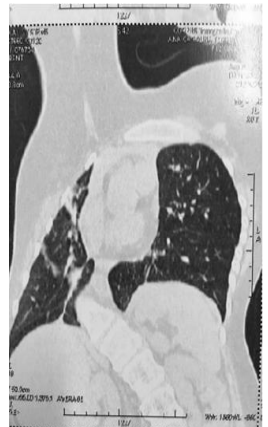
Tomografia Computadorizada de tórax da paciente. Fonte: acervo próprio.
